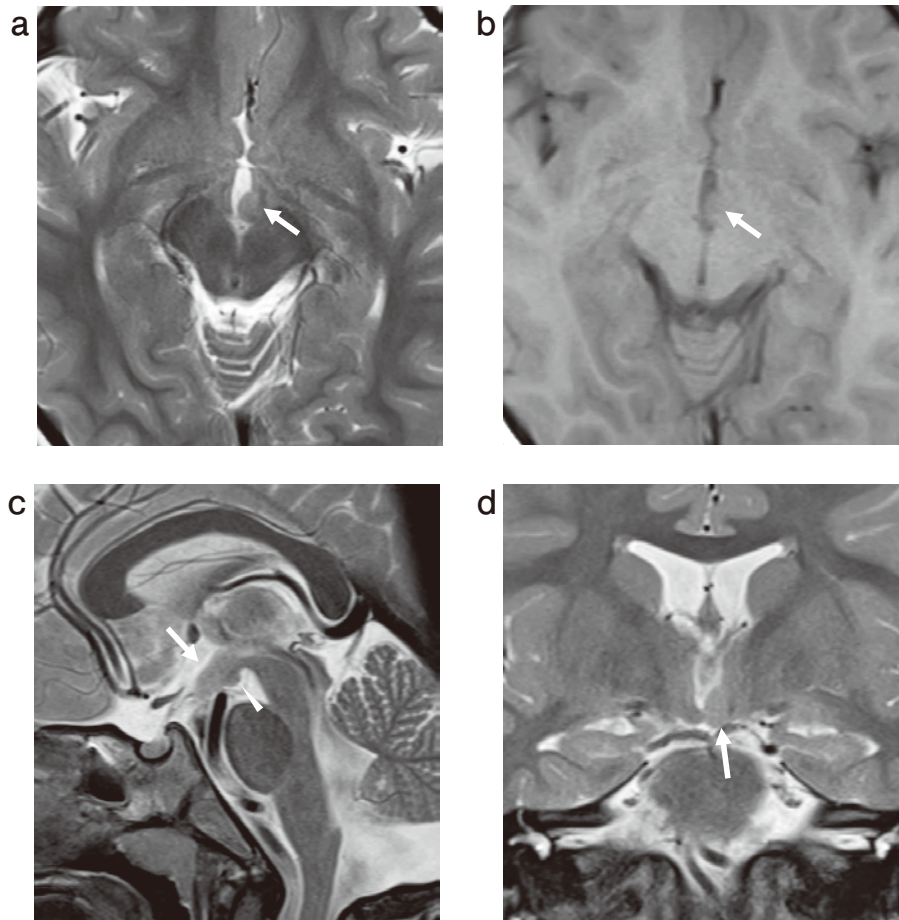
頭部MRI (a: T2強調水平断像, b: T1強調水平断像, c: T2強調矢状断像, d: T2強調冠状断像.)
